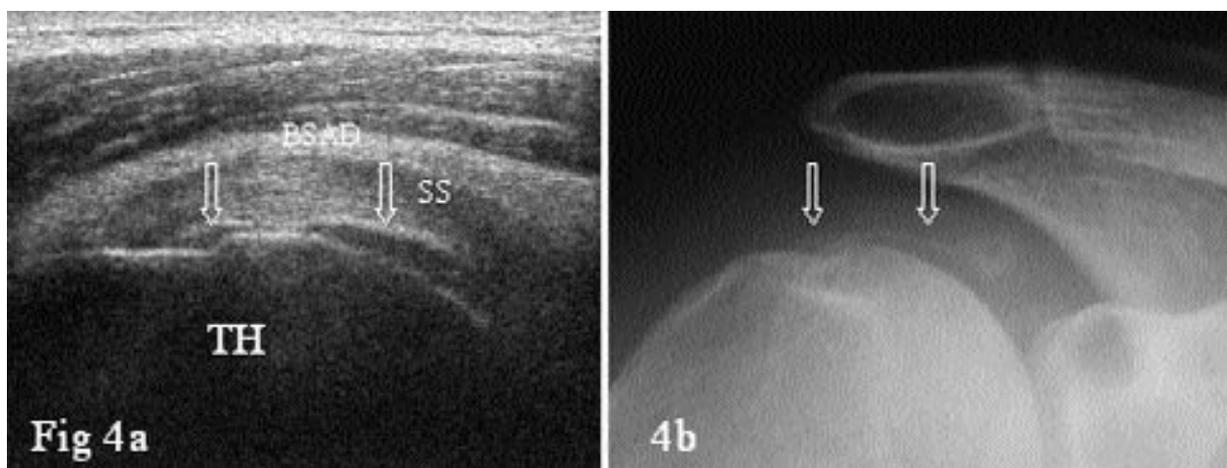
Chondrocalcinose. (a) coupe échographique coronale et (b) radiographie de face de l'épaule d'un patient atteint d'une chondrocalcinose. Le versant superficiel du cartilage de la tête humérale (TH) présente un liseré hyperéchogène (flèches vides) dont la courbure est parallèle à la convexité de la corticale osseuse. SS: supra-épineux.
